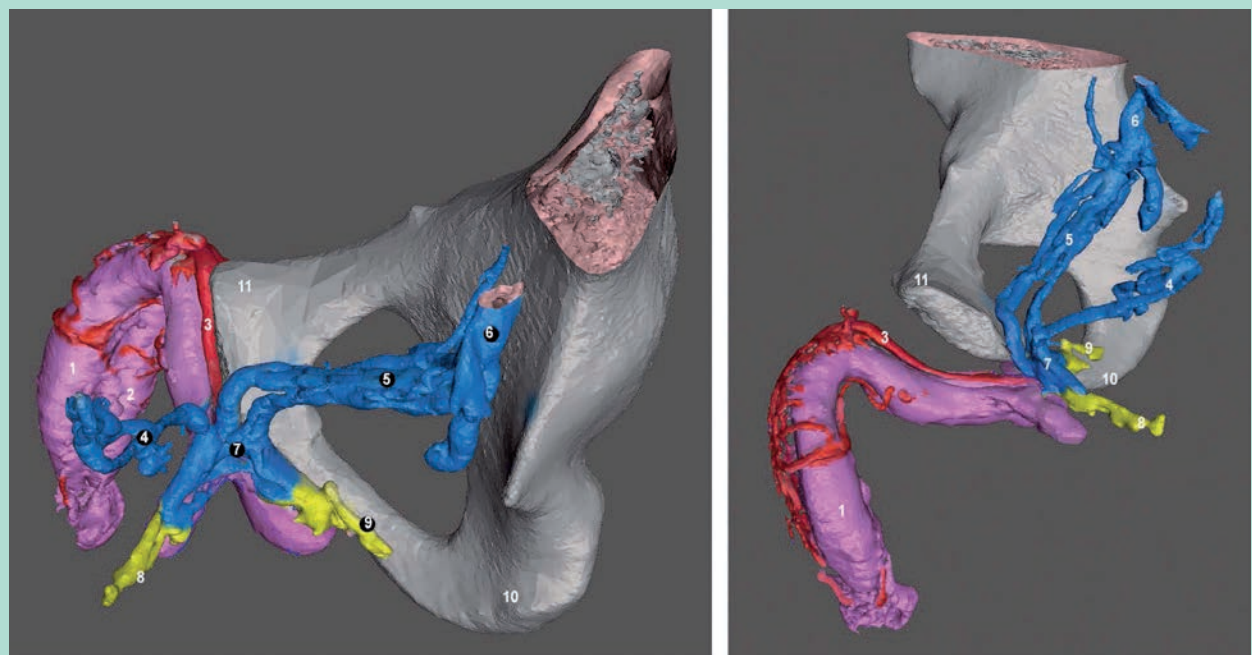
Modélisation 3D des fuites cavernuses PROFONDES doubles (vésicales et pudendales int.). (Caverno-CT vue inférieure, modélisation 3D vectorielle segmentée et colorée). 1 = CC gauche. 2 = CC droit. 3 = VDP. 4 = Veines vésicales G. 5 = Veines vésicales D. 6 = Veine hypogastrique D. 7 = Plexus de Santorini. 8 = Veine pudendale interne gauche. 9 = Veine pudendale interne droite. 10 = Tubérosité ischiatique D. 11 = Pubis.
